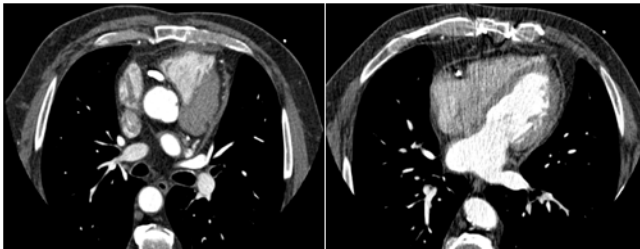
Cortes axiales de TAC torácico tras pericardiectomía que muestra escasos restos de pericardio a nivel posterior. A: A nivel de grandes vasos. B: Cuatro cámaras.
